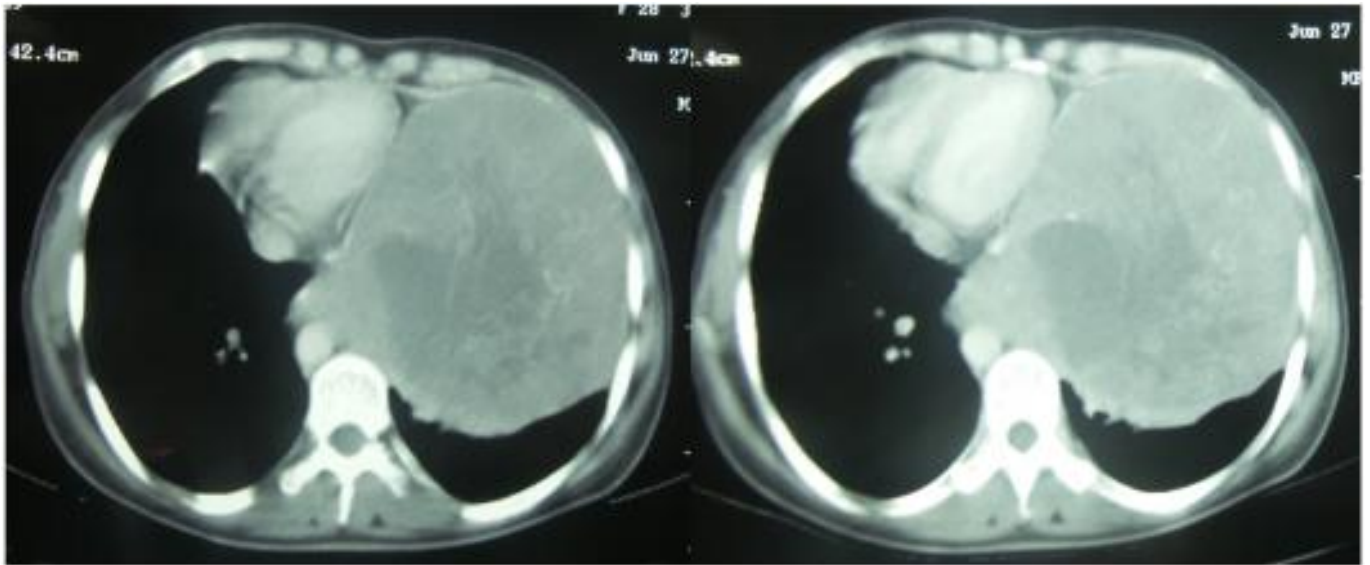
TDM thoracique révélant une énorme masse médiastinale antérieure invasive non résécable d'emblée (service de chirurgie thoracique, CHU Hassan II)
